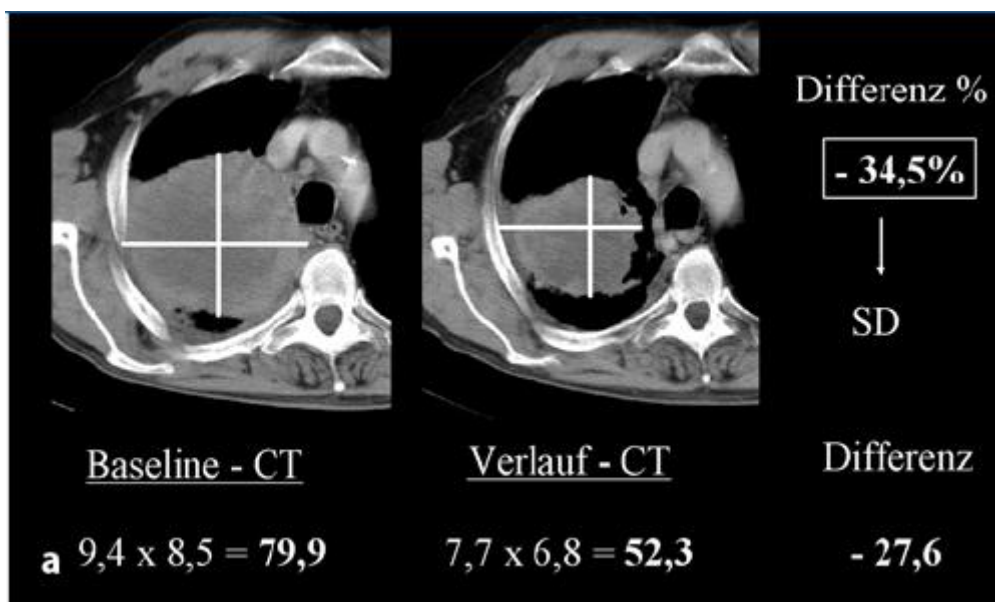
Bidimensionale Messung eines Bronchialkarzinoms im Verlauf nach WHO-Kriterien. Der Vergleich der bidimensionalen Messergebnisse der Ausgangs-CT (1. Spalte) und der Verlaufs-CT (2. Spalte) ergab mit einer Reduktion der Tumorgröße von 34,5% nach WHO-Kriterien SD (stable disease) (Hauth, Stattaus et al. 2007).
